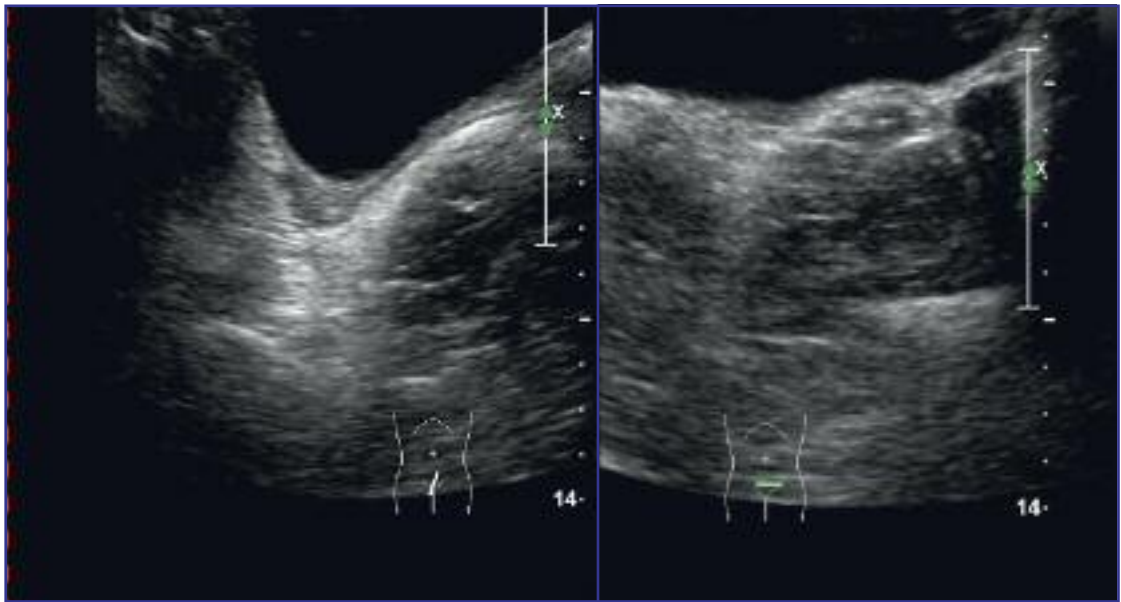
In der Sonografie erkennbar: kleines Becken leer, nur ganz kleine Uterusknospe/Uterusrudiment erkennbar; Vaginalaplasie (fehlende drei Schichten); normale, reife Ovarien (nicht dargestellt).
